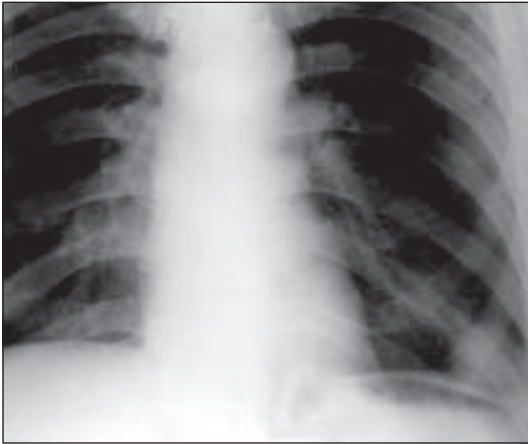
Рентгенограма хворого К.
